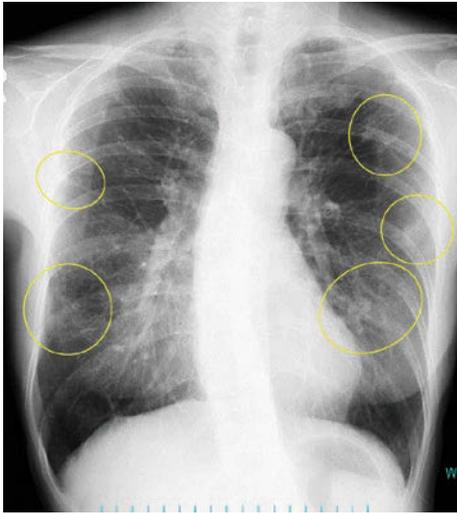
Chest radiograph before treatment showed multiple nodular shadows in both lungs (yellow circles).
